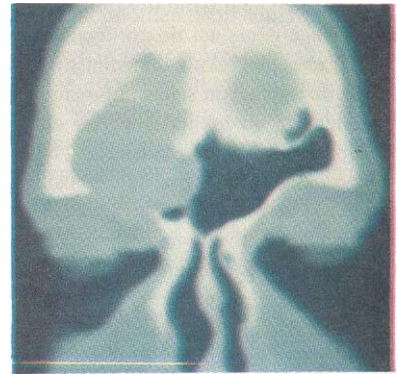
Resim 8 deki olgunun postoperatif BT görüntüsü.
